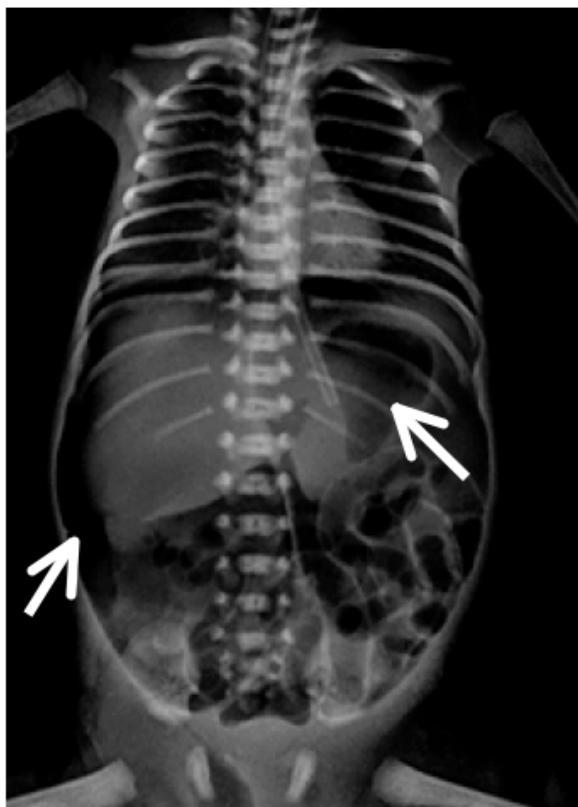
Radiografía simple de abdomen anteroposterior en decúbito dorsal, donde se aprecia neumoperitoneo que delimita el contorno hepático (flechas).
